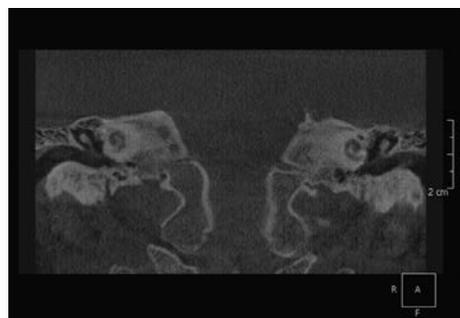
КТ ВНЧС в коронарной проекции
